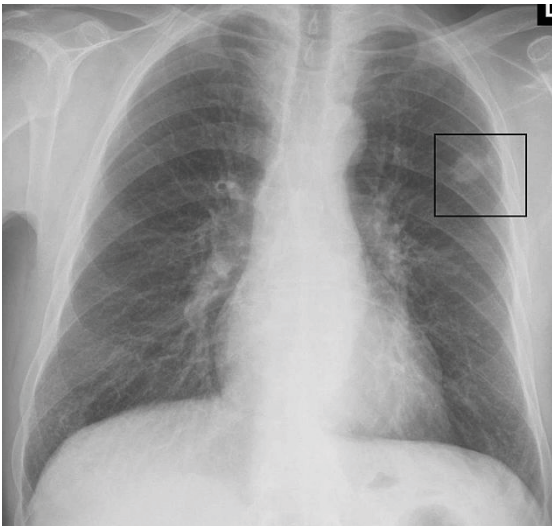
Konventionelles Röntgenbild des Thorax mit rundlicher Verdichtung in der linken Lunge
